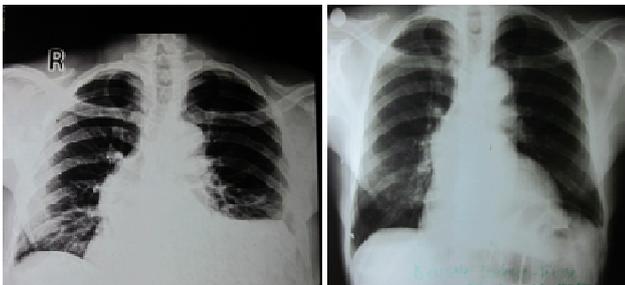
Radiographie thoracique de contrôle post opératoire (gauche) et à 16 mois après la chirurgie (droite)
